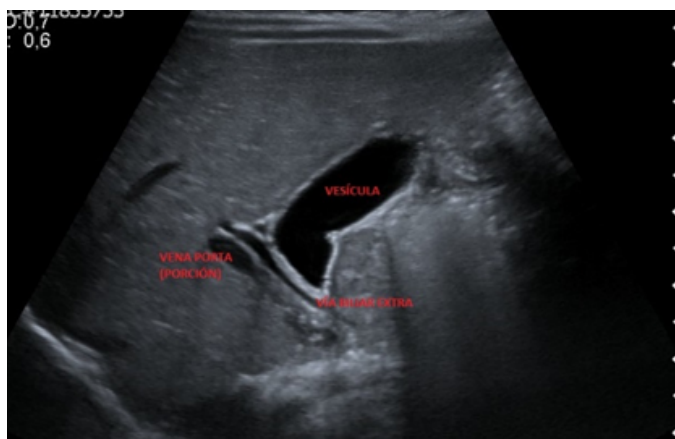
Ecografía Vía Extrahepática
